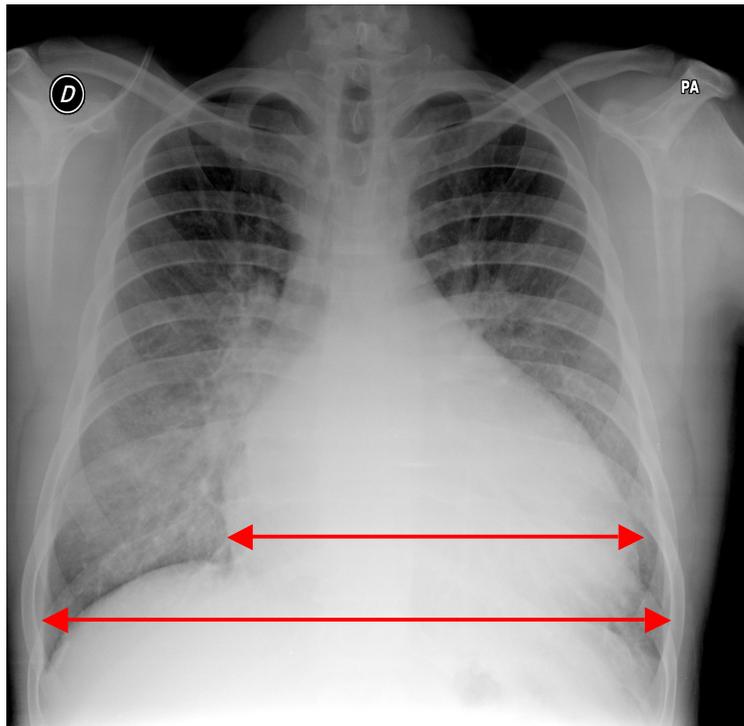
Radiografía de tórax de un paciente con insuficiencia cardiaca aguda.
